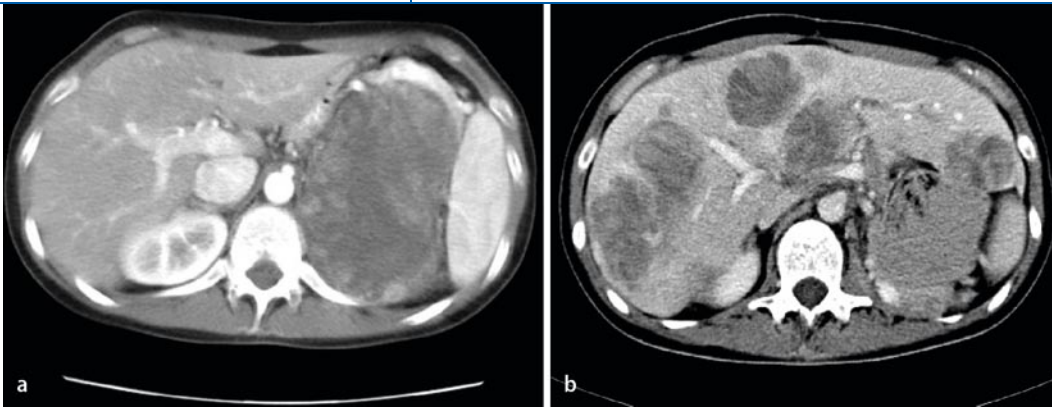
◀ CT Abdomen einer 26-jährigen Patientin mit NN-Karzinom: a präoperative Aufnahme mit ausgedehntem Primärtumor in der linken Nebennierenloge; b multiple Lebermetastasen im Follow-up 3 Monate später
